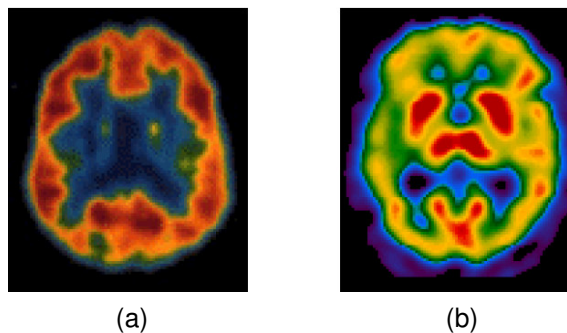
Tomografia de Emissão de Positrões (a) e de Fóton Único (b) [19].
